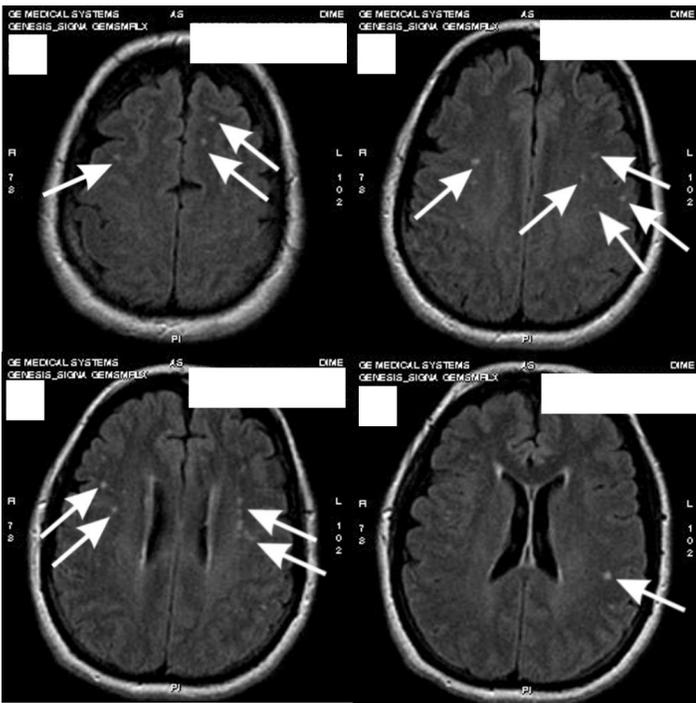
Imagen de Resonancia Magnética con medio de contraste, donde se observan, con la técnica FLAIR, varias hiperdensidades puntiformes o amorfas córtico-subcorticales.
